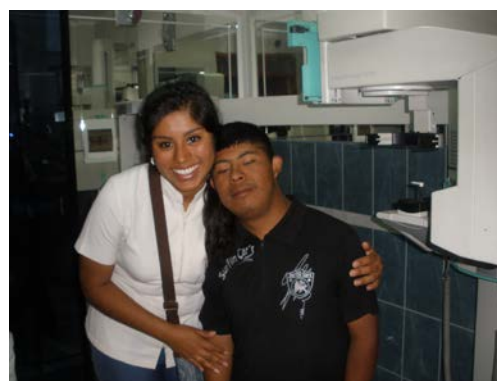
y 18 José Luis tomándose la radiografía panorámica.
